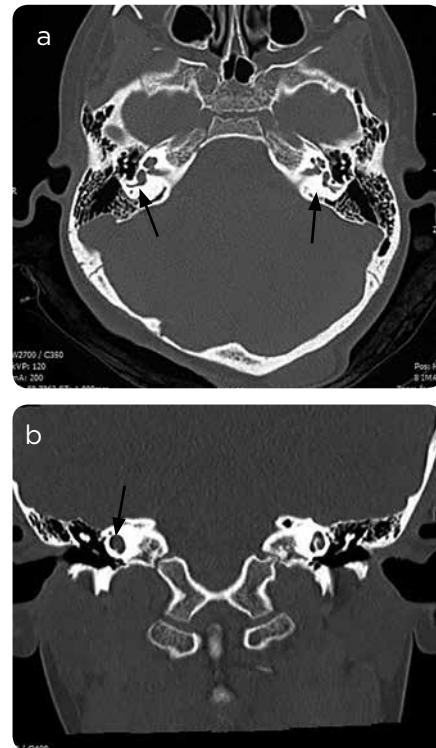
Malformación de Mondini. a) TAC corte axial: dilatación del vestíbulo derecho, al lado izquierdo se ve un vestíbulo de apariencia normal. Las flechas señalan el vestíbulo derecho dilatado y el izquierdo normal. b) TAC en corte coronal: la cóclea Derecha consiste en 1,5 vueltas, en las cuales, la vuelta media y apical se unen para formar un ápice de aspecto quístico.
